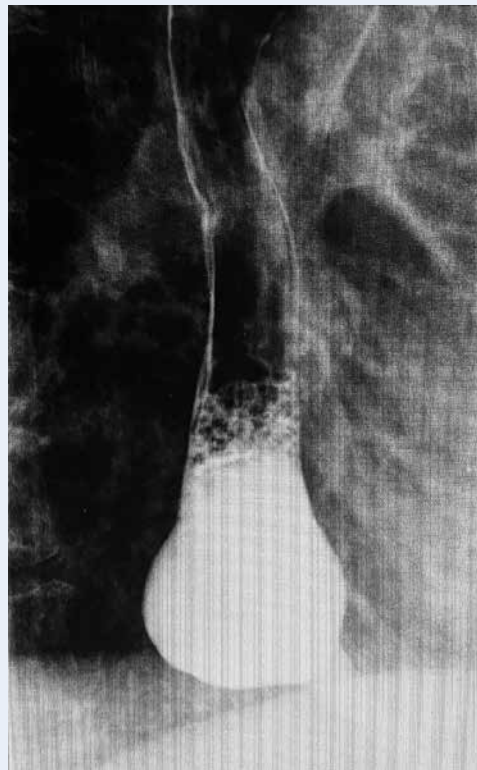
Рентгеноскопия пищевода с бариевой взвесью, боковая проекция. Определяется дивертикул размером 4.5 см с задержкой контрастного вещества
